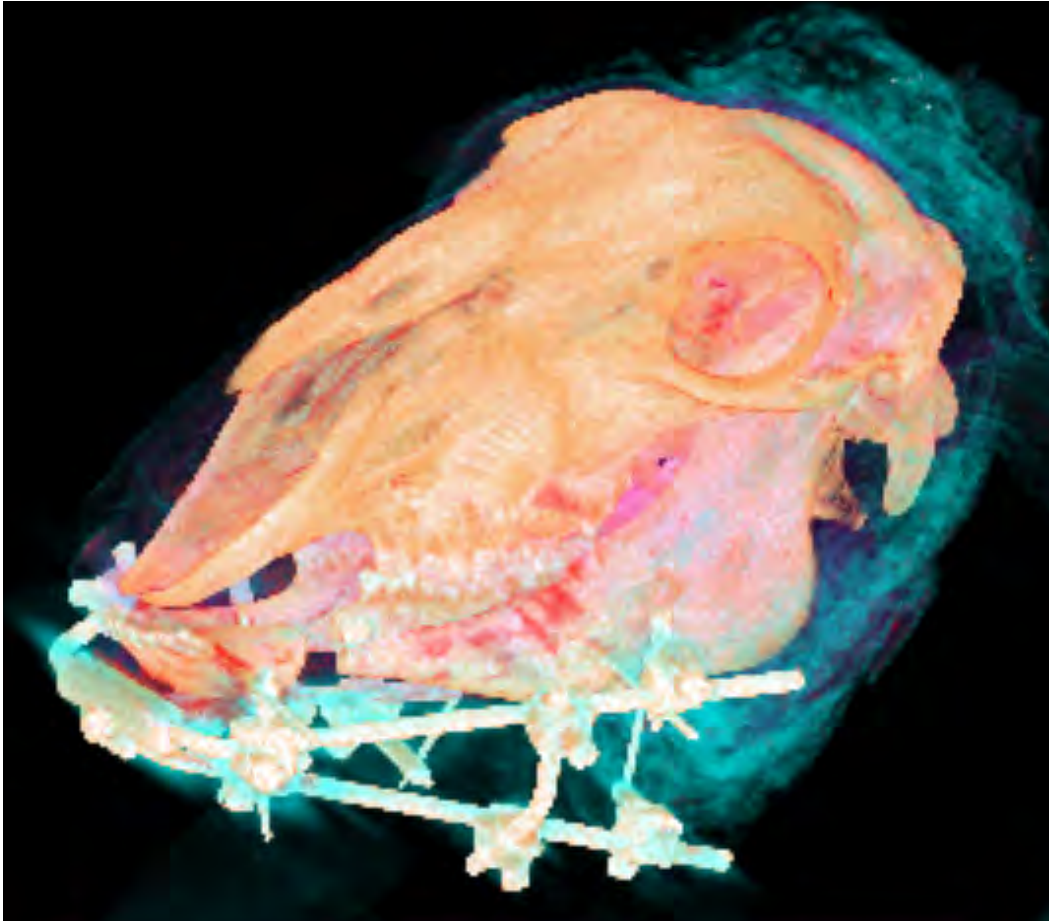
Трехмерная реконструкция (МСКТ): животного, участвующего в эксперименте, визуализация состоятельности устройства, позиционирующего фрагменты нижней челюсти
